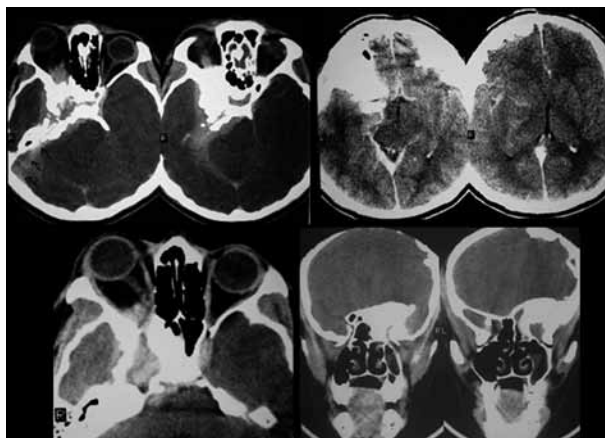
Tomografía computarizada cerebral mostrando severa hiperostosis e imagen de partes blandas afectando el ala del esfenoides derecha, regiones selar y paraselar, vértice orbitario y extensión a la pirámide petrosa y superficie de la tienda del cerebelo.
